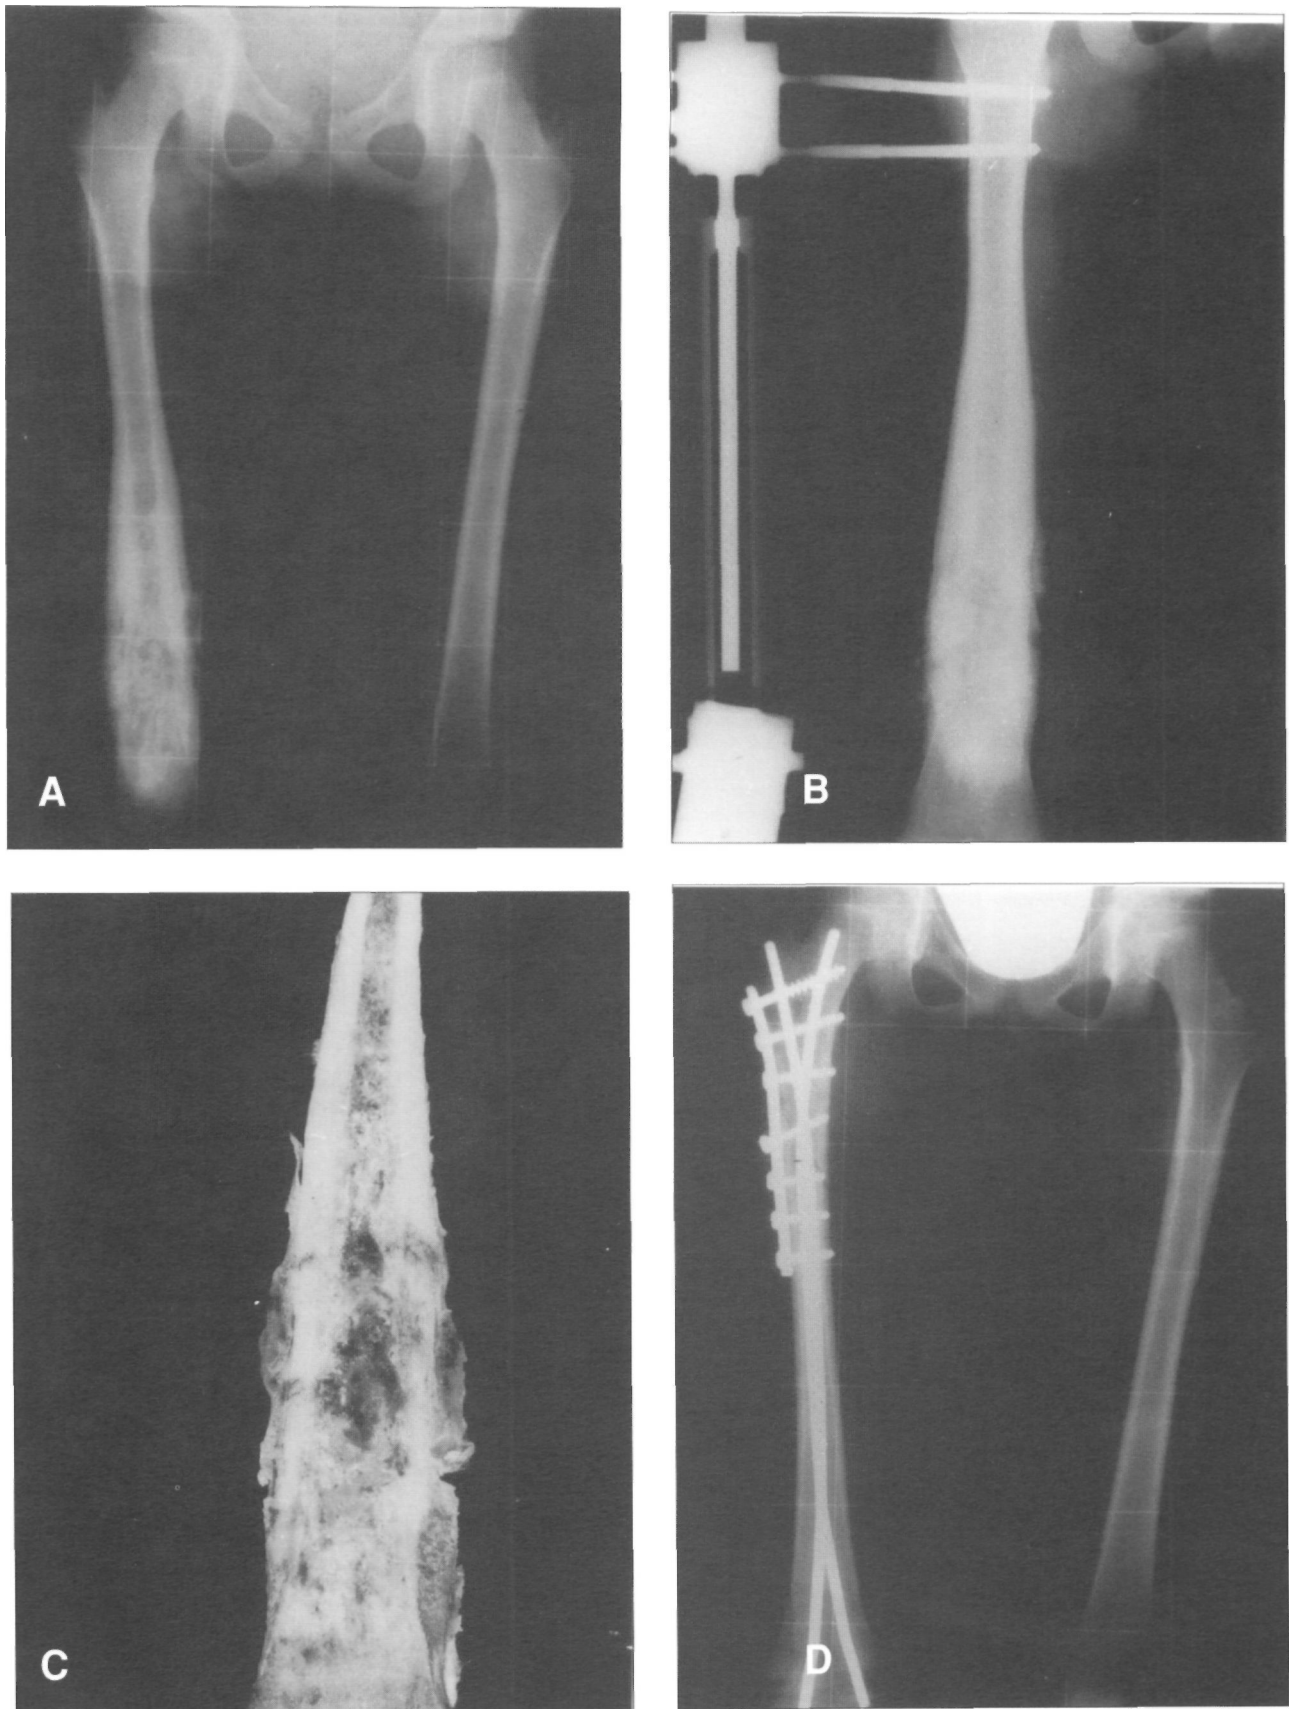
Radiografía AP de ambos fémures en paciente de 10 años. (A) Se puede observar la presencia de un osteosarcoma en región metafisaria distal del fémur derecho. (B) Se intervino realizándose una distracción fisaria según técnica de Cañadell. (C) Fotografía de la pieza macroscópica. (D) Se resecó el tumor y se puso un injerto intercalar.
